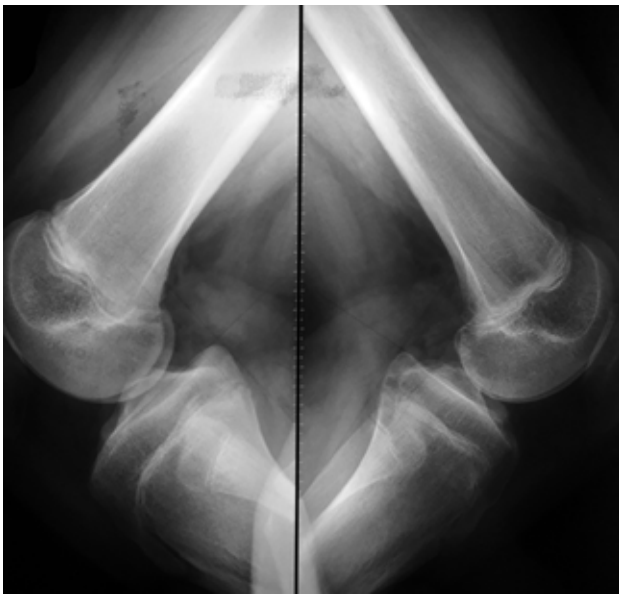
Se realizaron a los 3 meses post operatorio Radiografías comparativas con cajón posterior, observando una diferencia en la traslación posterior de 4mm del lado operado.
